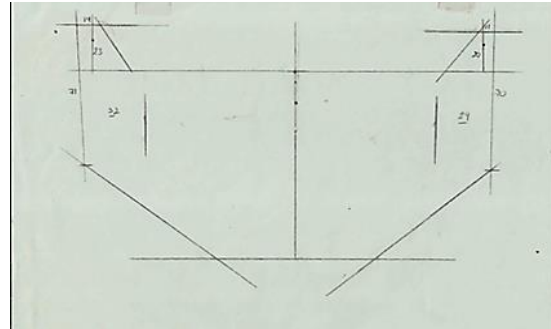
Trazos y medidas realizadas a las Radiografías Panorámicas
